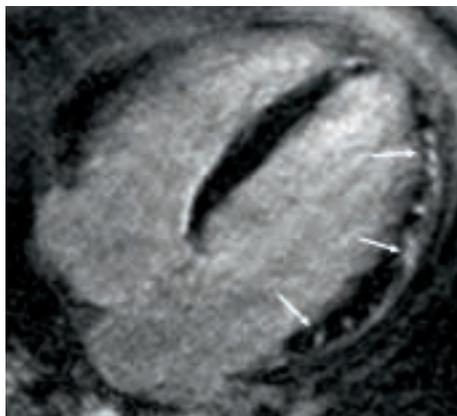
Herz-MRT mit „late-enhancement-Messungen“. – Patient mit einer Myokarditis und fleckiger Kontrastmittelaufnahme innerhalb des Herzmuskels in der Lateralwand (weiße Pfeile).
